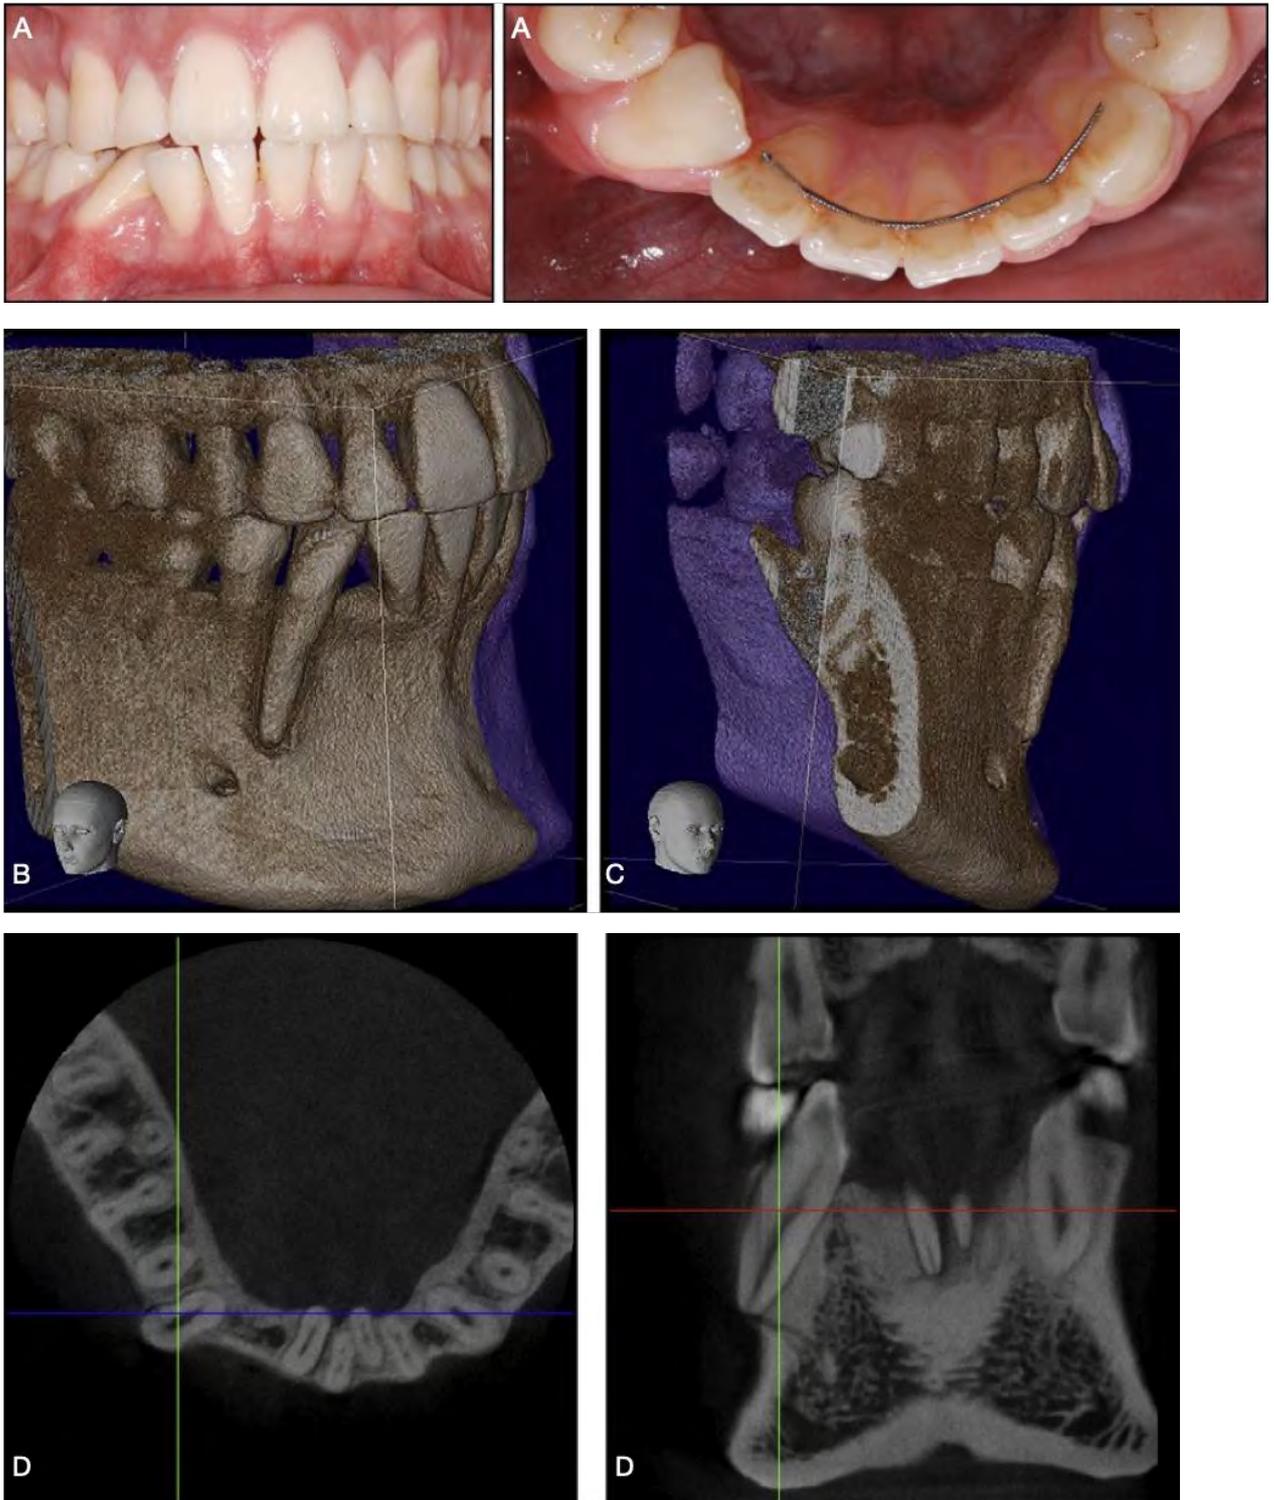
photographies intra-buccales (A) et coupes frontale (B), latérale (C) et axiale (D) du CBCT d'un syndrome du fil mandibulaire ayant provoqué une linguo-version de 43, 4 ans après traitement (134)
